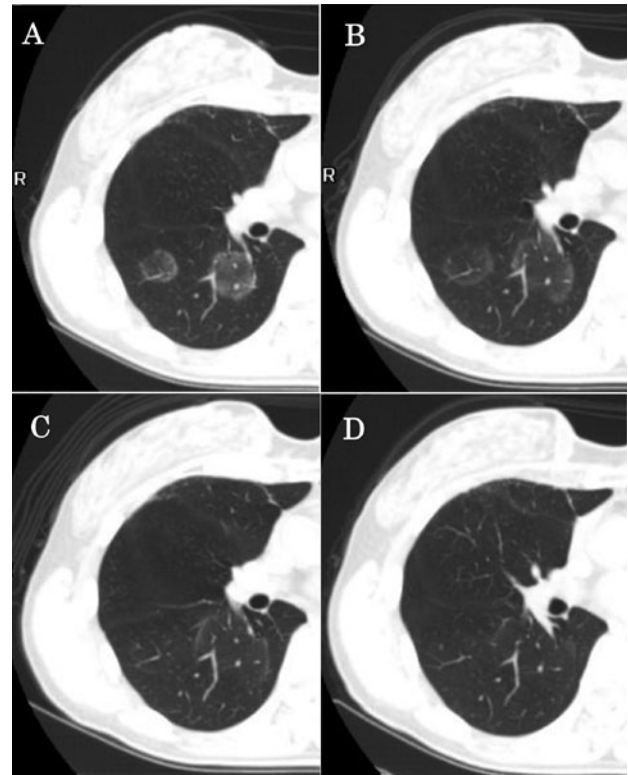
高分解能単純CT (high-resolution CT: HRCT) 画像の1例。A: 球形陰影の確認時(10/14), B: 確認時より13日目(10/26), C: 27日目(11/9), D: 42日目(11/24)。Reversed halo signは徐々に拡大しながら濃度低下し、最終的には完全な消退を認めた。左上葉の不整形の陰影はサイズの増大なく濃度の減少とともに消退した。
